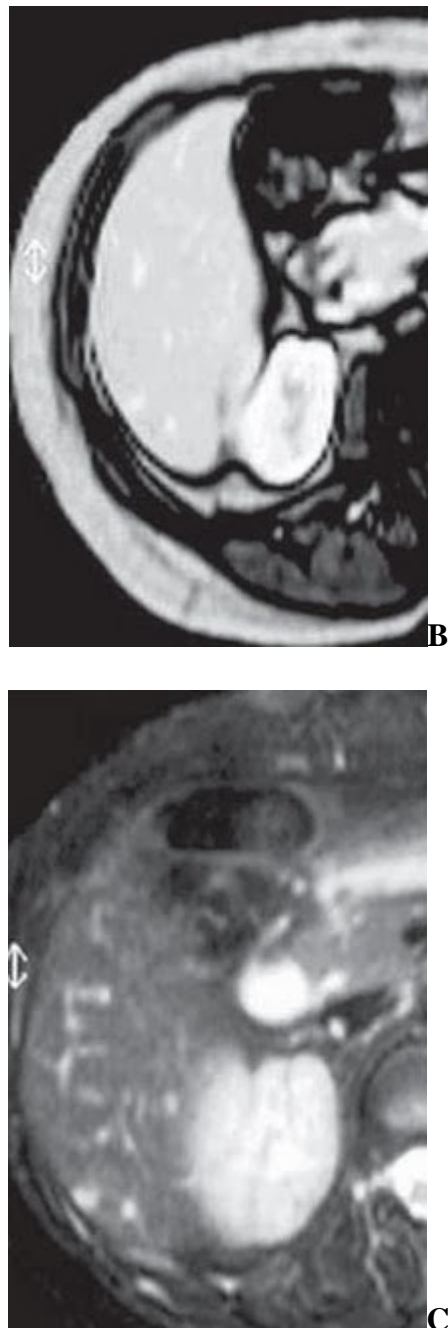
Alteração perfusional subcapsular na RM. A: Realce focal do parênquima hepático periférico na fase de contrastação arterial (seta). B: O sinal hepático é homogêneo na fase tardia. C: A sequência ponderada em T2 não demonstra alterações.
